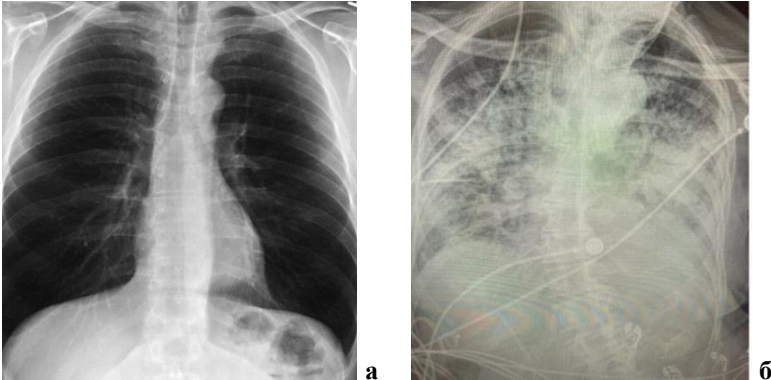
Рентгенологічне дослідження легень:
